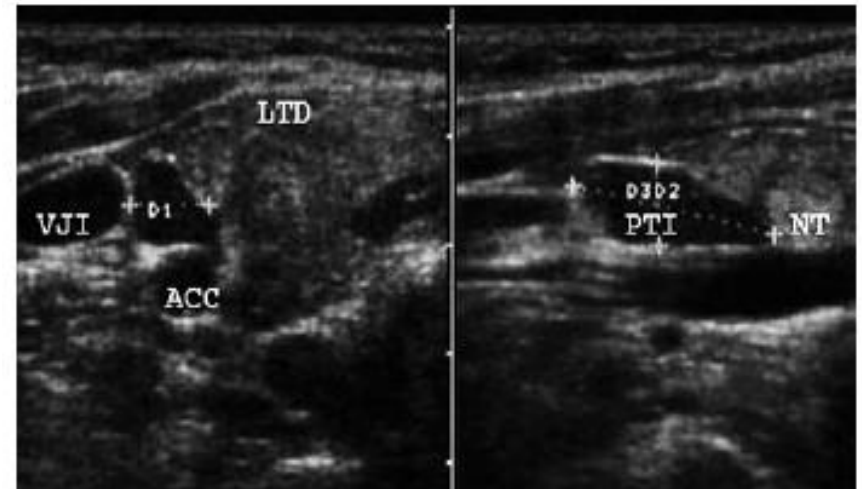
Ultrasonography – axial and sagittal scans of the right thyroid lobe; superior parathyroid incidentaloma. LTD – right thyroid lobe, PTI – parathyroid incidentaloma, ACC – carotid artery, VJI – internal jugular vein, NT – thyroid nodule.
